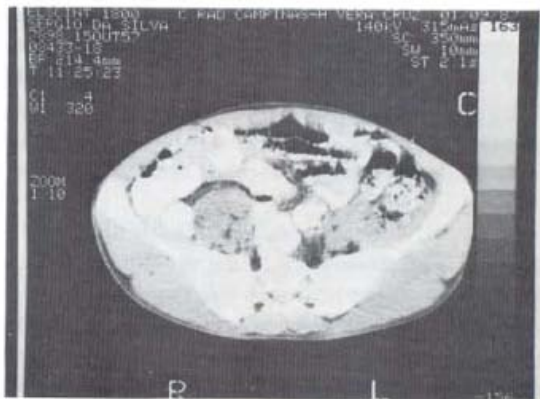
Tomografia computadorizada mostrando adenopatia extensa em cadeia hipogástrica, ilíaca externa e inguino femoral, à direita (Caso 2).
